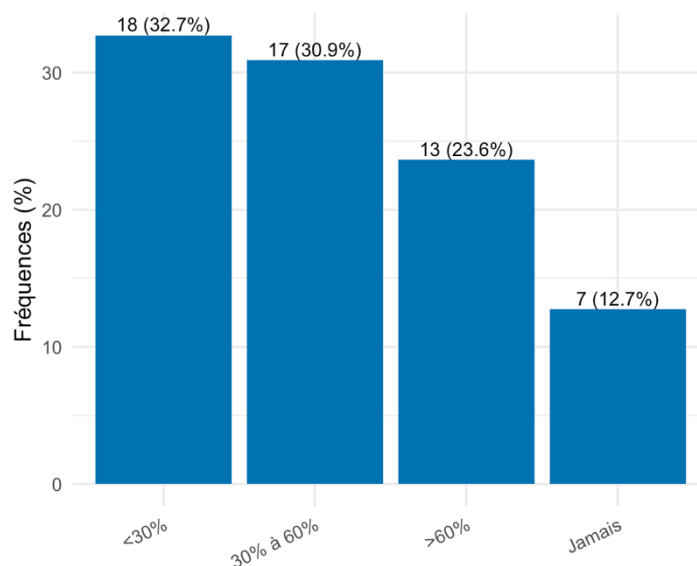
Utilisation de l'échographie en cas de choc persistant.
